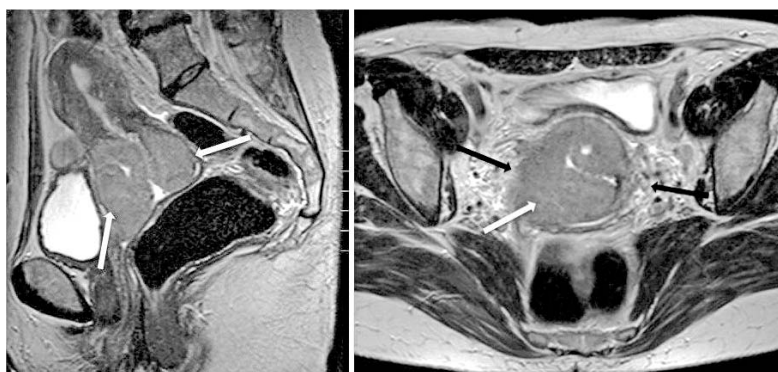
IRM secțiuni sagitale și axiale în ponderație T2, cu evidențierea unei mase tumorale (săgeți albe) la nivelul colului uterin, în hipersemnal, cu infiltrația în benzi a grăsimii peritumorale, interfață spiculată tumoare parametru, și extindere tumorală nodulară în parametru (săgeți negre) – stadiu IIB, radioterapie
